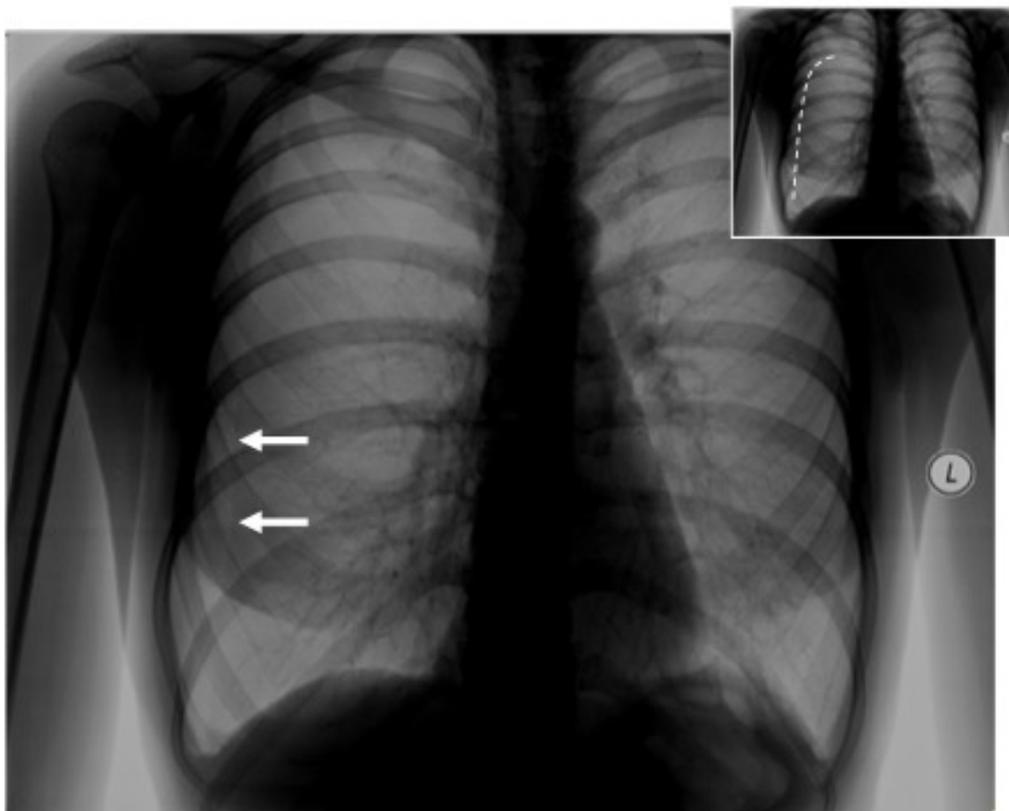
Обзорная рентгенограмма органов грудной клетки (ограниченный пневмоторакс справа): визуализируется скопление воздуха паракостально в плевральной полости (указано стрелками) и контур частично коллабированного легкого (обозначен пунктирной линией)
